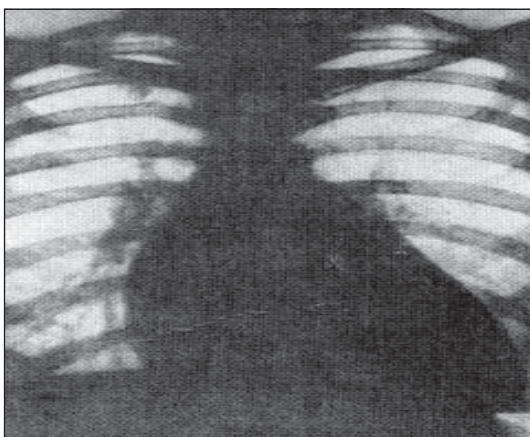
Рентгенограма хворого Я.
